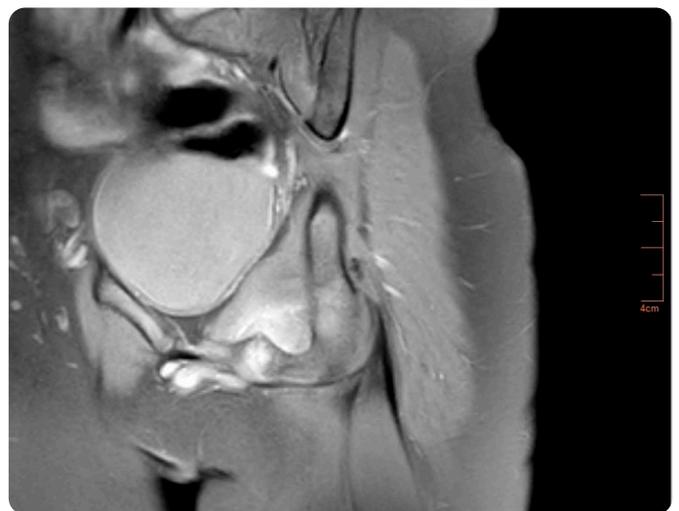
RM de cadera izquierda, secuencia coronal SPIR. Prominencia de la sincondrosis isquiopúbica izquierda asociada a aumento de la señal en la médula ósea y tejidos blandos adyacentes.
